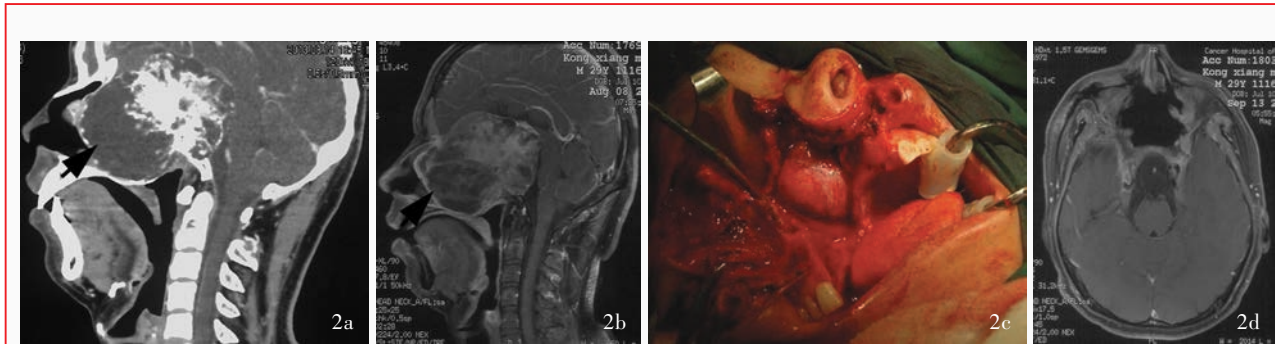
例 2 患者手术前后头部影像学及术中所见 2a 术前矢状位增强 CT 提示,前中颅窝底巨大软组织肿物伴实性部分明显强化,病变广泛破坏前中颅底骨质(箭头所示) 2b 术前矢状位增强 T₁WI 显示病灶前下部囊变区未见强化改变(箭头所示) 2c 上颌骨掀翻后充分显露病灶,手术全切除 2d 术后横断面增强 T₁WI 提示病变全切除
